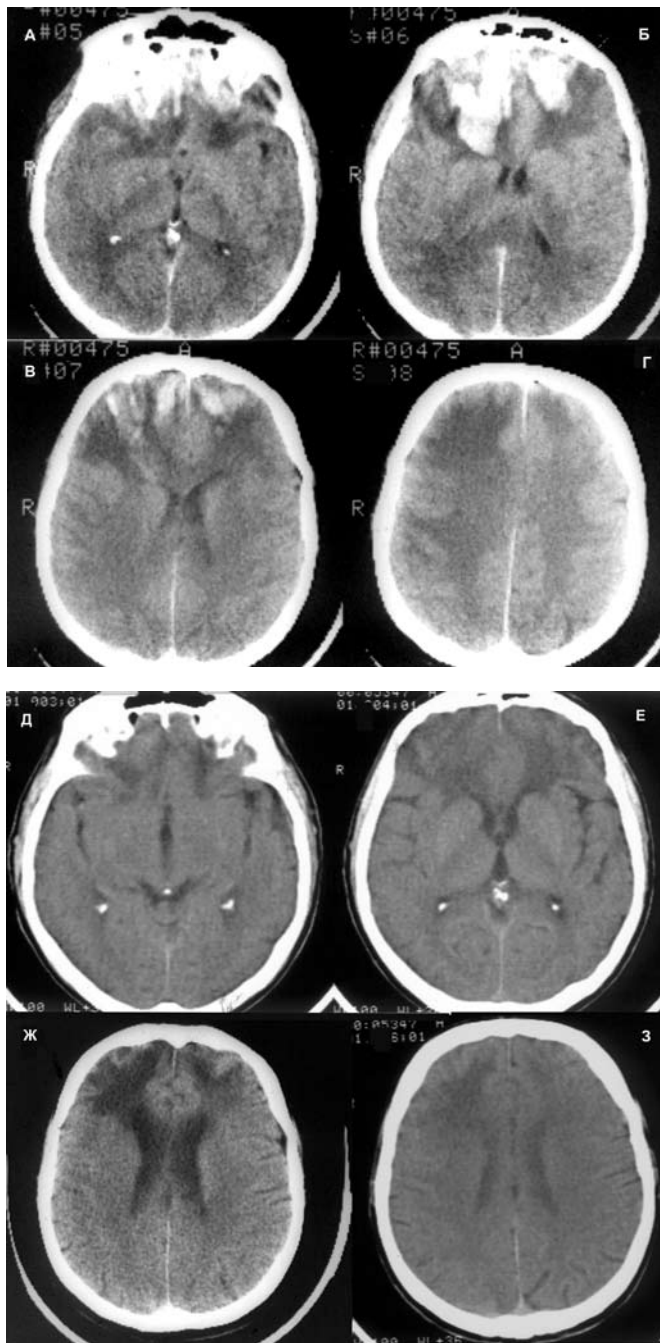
КТ динамика тяжелой черепно-мозговой травмы. А-Г — при поступлении: обширные очаги размозжения в передне-базальных отделах обеих лобных долей. Консервативное лечение. Д-З — спустя 11 мес: очаговый спаечно-атрофический процесс в зоне расположения бывших очагов размозжения. Клиническое выздоровление.
